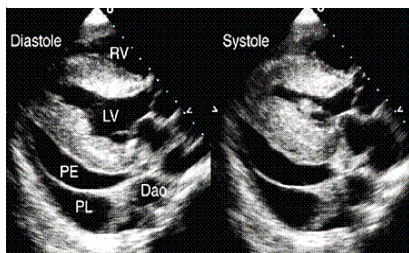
№40. Перикардальная и плевральная жидкости. <http://www.youtube.com/watch?v=X1E7OgOLzw0&feature=related> Ultrasound Detection of Pleural Fluid
